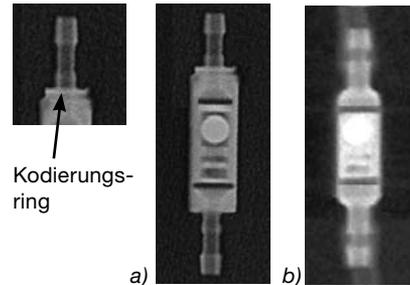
Röntgenbild der Gravitationseinheit a) groß, 1 Ring = 20 cmH₂O, b) klein = 10 cmH₂O
